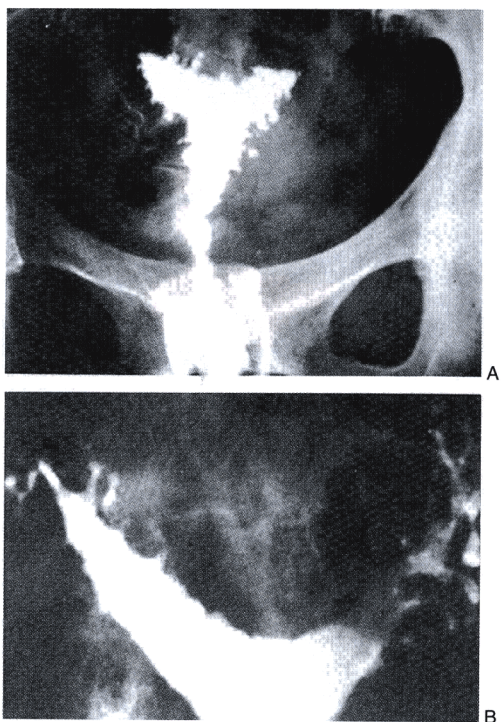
(A)和(B):子宫X线片显示子宫腺肌病的直接影像特点,造影剂已注入许多憩室内。
